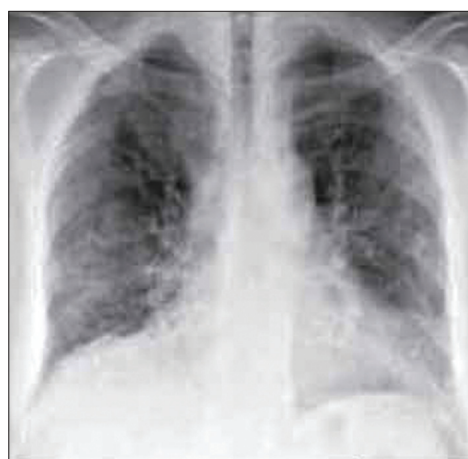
Рентгенограмма легких пациента с AIP: двусторонние ретикуломокулярные тени, преимущественно в нижних и средних отделах легких
